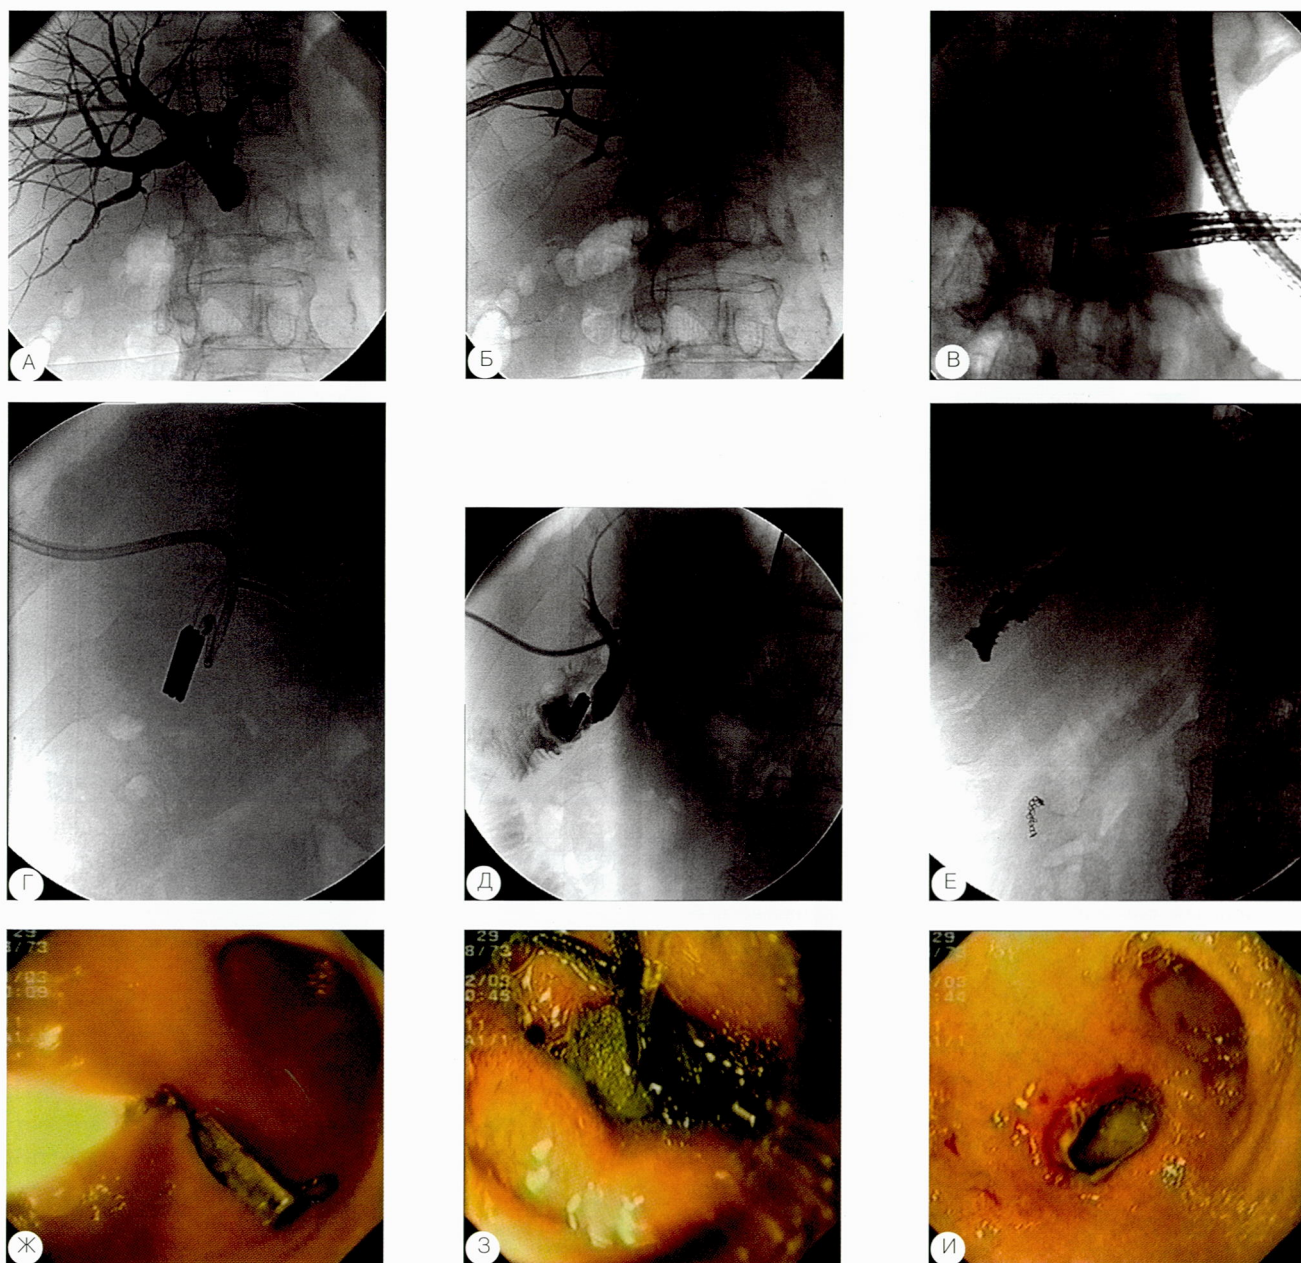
Наблюдение больного Д., 65 лет. Д-з: рак головки ПЖ. Состояние после ГПДР. Стенотическая стриктура хирургического ГЭА. МЖ. Состояние после ЧЧХС. Иллюстрации хода формирования обходного компрессионного ГЭА (А-Е – рентгенограммы, Ж-И – эндофото): А – стенотическая стриктура хирургического ГЭА; Б – антеградная установка «протокового» магнитного элемента; В – эндоскопическая установка «кишечного» магнитного элемента и достижение его взаимодействия с «протоковым» магнитом; Г – установленные магнитные элементы в состоянии взаимодействия; Д – ЧЧХГ через 7 сут. – формирование протоково-кишечного свища: поступление контрастного вещества в тощую кишку, магнитные элементы в зоне формирующегося свища; Е – ЧЧХГ через 11 сут. – протоково-кишечный свищ сформировался, контрастное вещество беспрепятственно поступает в тощую кишку, магниты мигрировали в кишечник; Ж-З – доставка в «зону интереса» и установка «кишечного» магнита; И – 11 сут. после вмешательства: эндоскопическая картина сформированного компрессионного ГЭА
